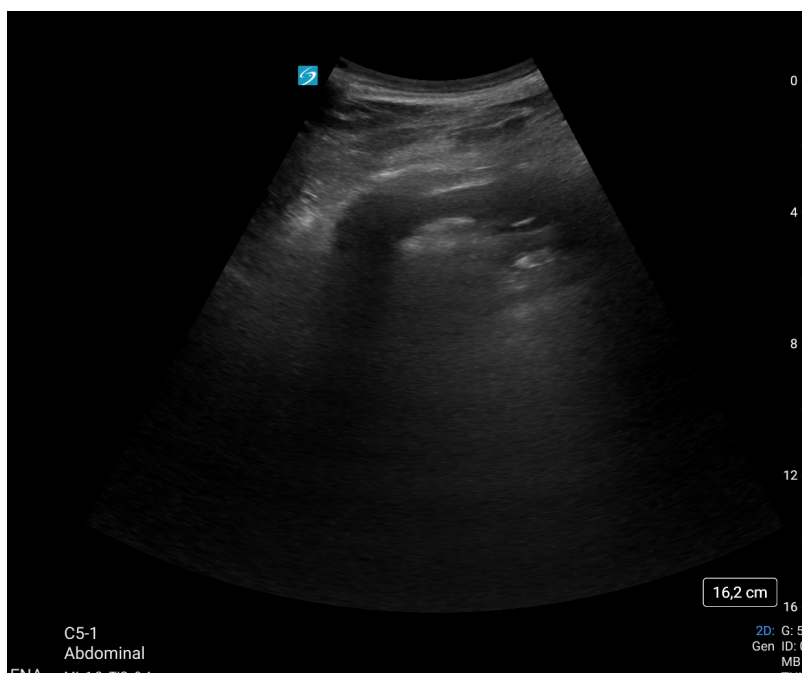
Ecografía en plano axilar de región postero basal izquierda. Se aprecia el derrame pleural
